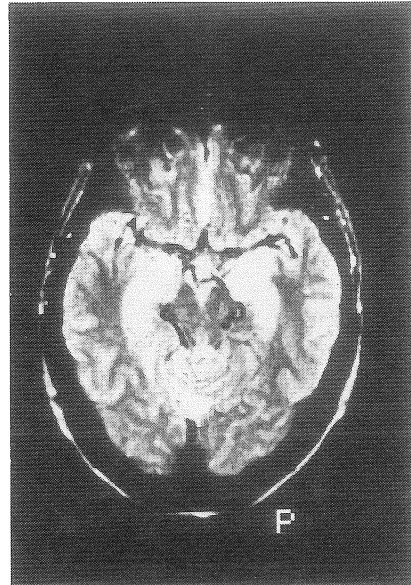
症例 2 — 発症 10 日後の MRI, T_2 強調画像。両側側頭葉内側部に高信号領域を認める。
